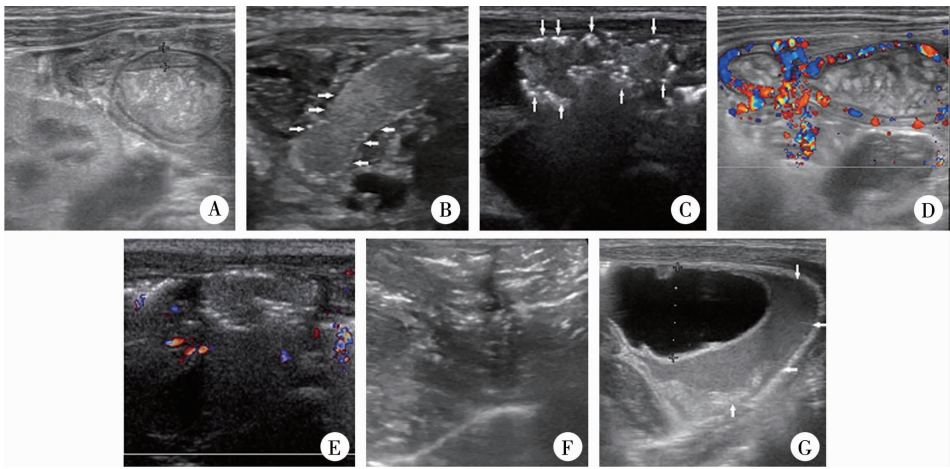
坏死性小肠结肠炎超声征象示例 A:肠壁增厚(测量键之间); B:肠壁变薄(箭头); C:肠壁积气(箭头); D:肠壁血流信号增多; E:肠壁血流信号消失; F:门脉积气; G:透声差的积液(箭头)
